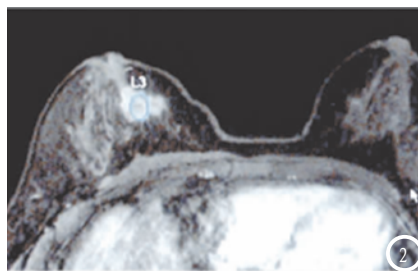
女, 38岁, 乳腺良性病变MRI增强。图2 女, 42岁, 乳腺癌MRI增强。图3 女, 55岁, 乳腺癌MRI增强。
